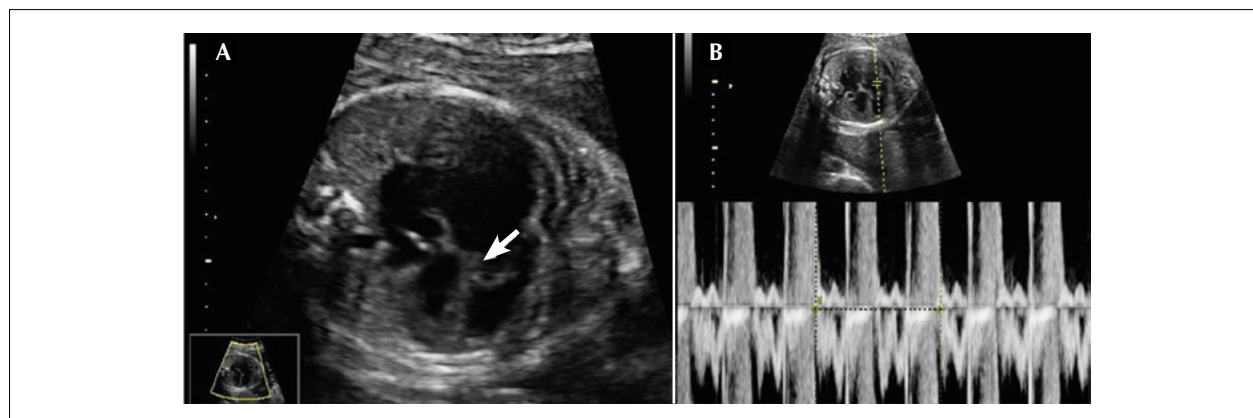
Corte de quatro câmaras em feto de 25 semanas demonstra (A) acolamento do folheto septal da valva tricúspide (seta branca), com átrio direito aumentado, e (B) insuficiência tricúspide ao Doppler pulsátil.
